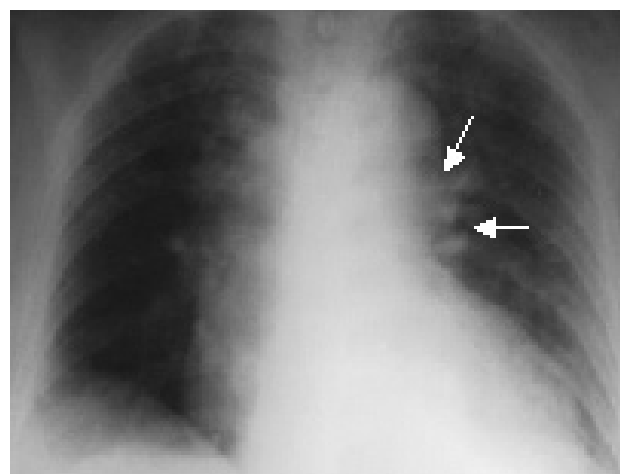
Radiografía de tórax que muestra adenopatías parahiliares.
